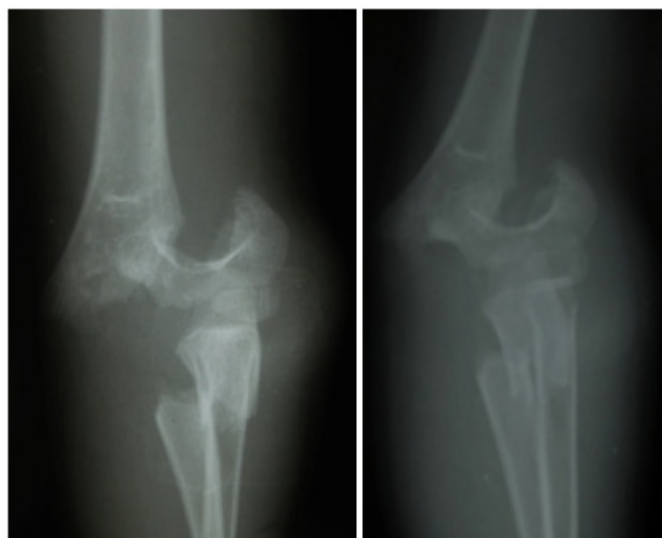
Radiographie du coude montrant une fracture de la palette humérale et du ¼ proximal de l'ulna
